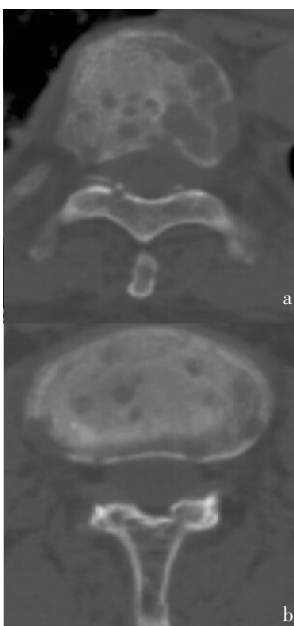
Multiple myeloma of the whole body (lumbar vertebral body), cross-sectional of CT, a form of bone destruction
